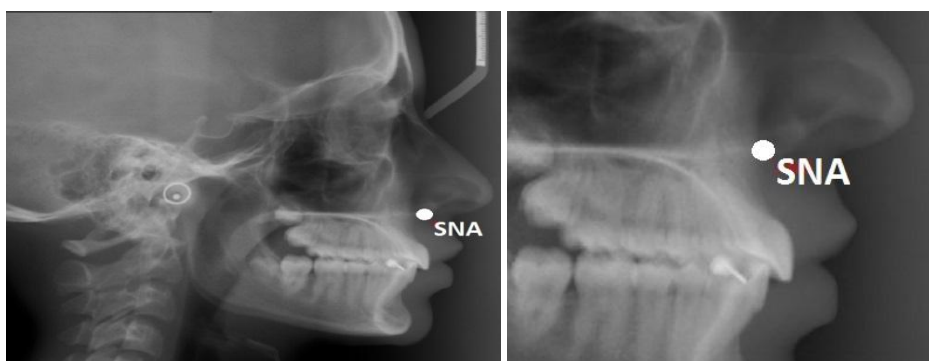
SNA - aspect radiografic
